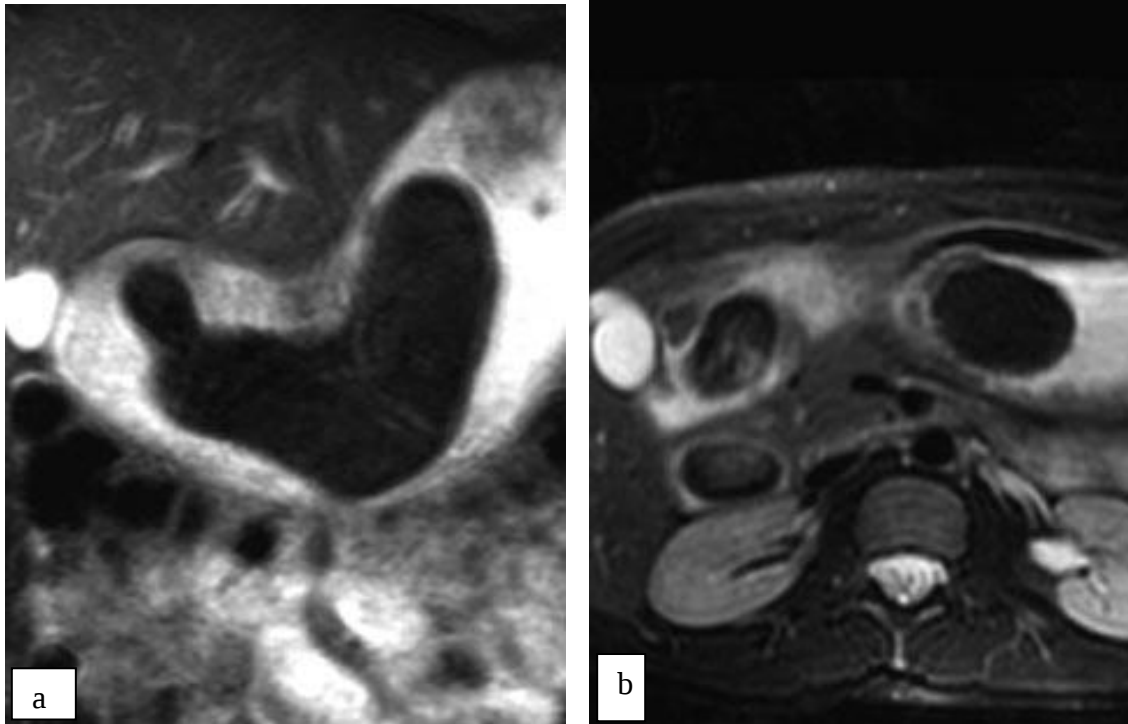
Examen IRM : a-b coupes coronale et axiale en pondération T2 après ingestion d'eau montrant la masse intra-gastrique en hyposignal et son extension vers le duodénum ; notez les structures linéaires évocatrices de cheveux (85).
